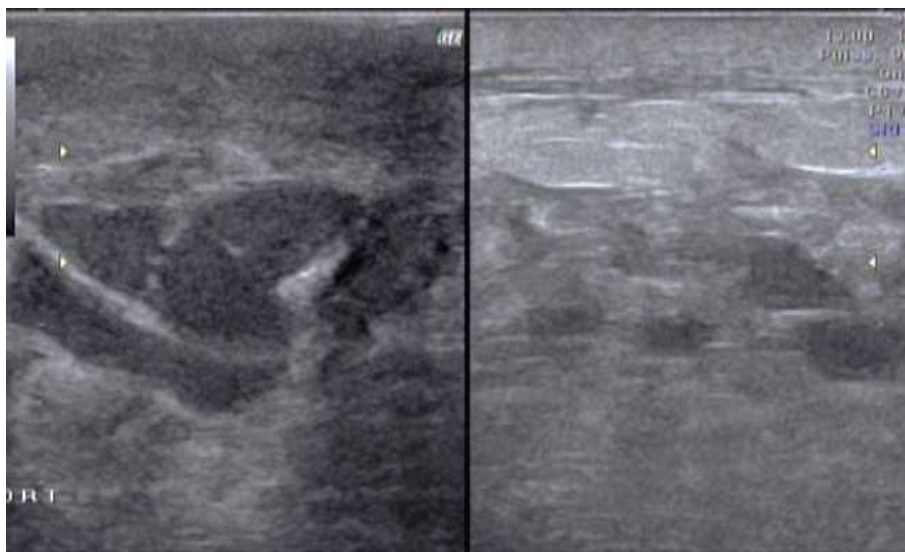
L'échographie (a) retrouve une formation nodulaire de 24 mm x 14 mm, hypoéchogène, homogène, bien circonscrite de grand axe horizontal. La mammographie (b) objective une opacité ovale, homogène, aux contours nets discrètement poly lobé dans la jonction des quadrants supérieur et inférieur interne du sein droit.: Cet aspect est en faveur d'un adénofibrome du sein droit.
